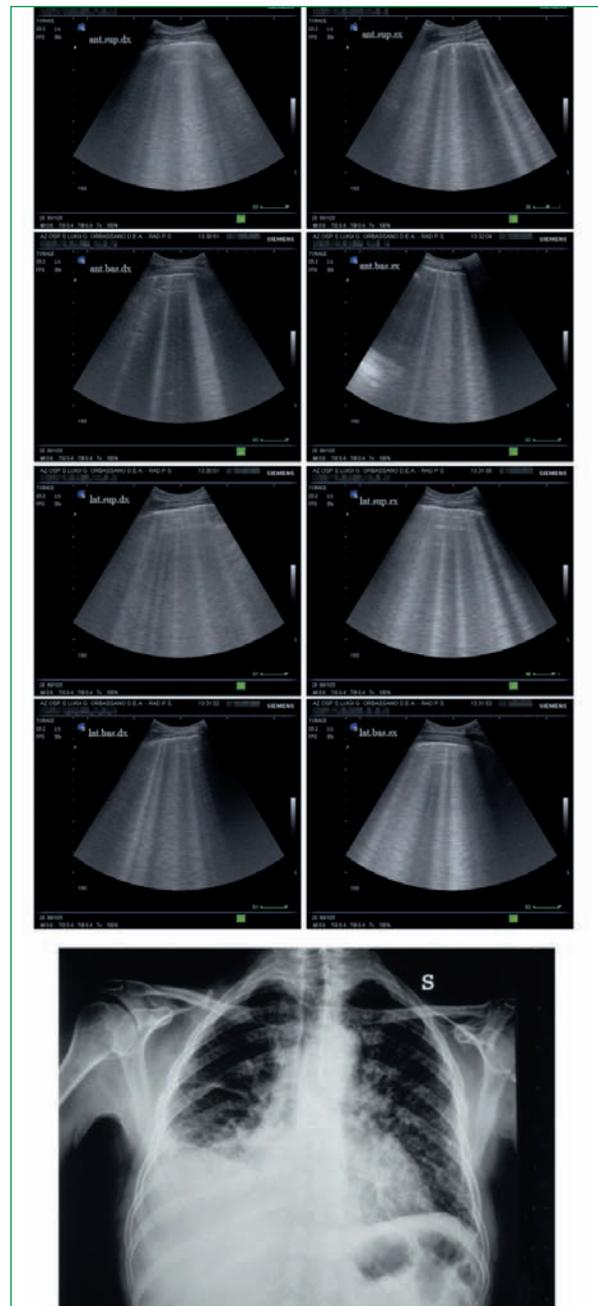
Edema polmonare acuto cardiogeno: *pattern* ecografico positivo per sindrome alveolo-interstiziale polmonare per la presenza di artefatti a coda di cometa multipli (almeno 3 per scansione), diffusi e bilaterali (tutte le 4 scansioni antero-laterali per ciascun lato) e corrispondente radiografia del torace con segni radiologici di sovraccarico del piccolo circolo e versamento pleurico bilaterale.
